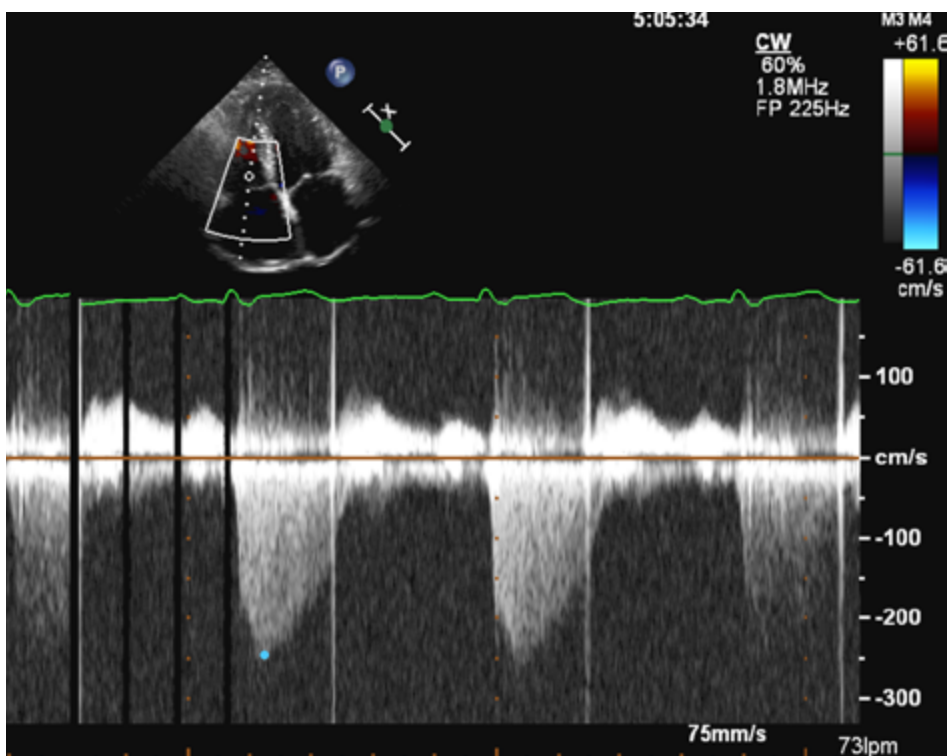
Curva doppler continuo de la IT. Se muestra la velocidad pico de la que se extrae el gradiente de presión en mmHg mediante la ecuación de Bernoulli.
